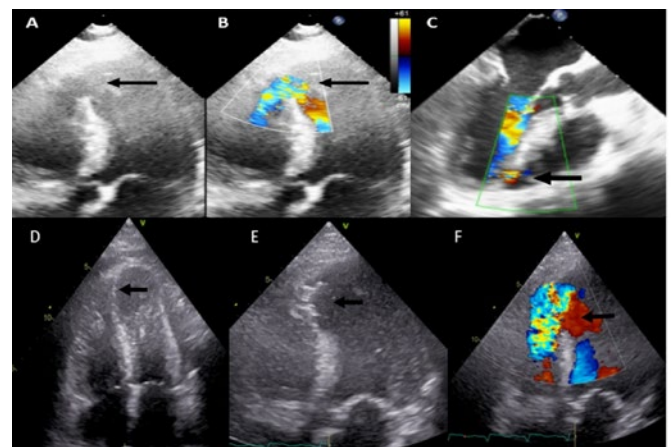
Ecocardiograma TT y TE Doppler color previo y posterior a cierre de defecto, correspondientemente. A, B, C: previo a cierre de defecto. A. Muestra defecto de 15 mm de diámetro, posterior a banda moderada (flecha). B. Defecto con flujo bidireccional de predominio de izquierda a derecha (flecha). C. ECOTE mostrando defecto (flecha). D, E, F: Posterior a cierre de CIV percutáneo. D y E: Se muestra dispositivo Occlutech #18. F: Fuga de dispositivo con flujo bidireccional (flecha).
